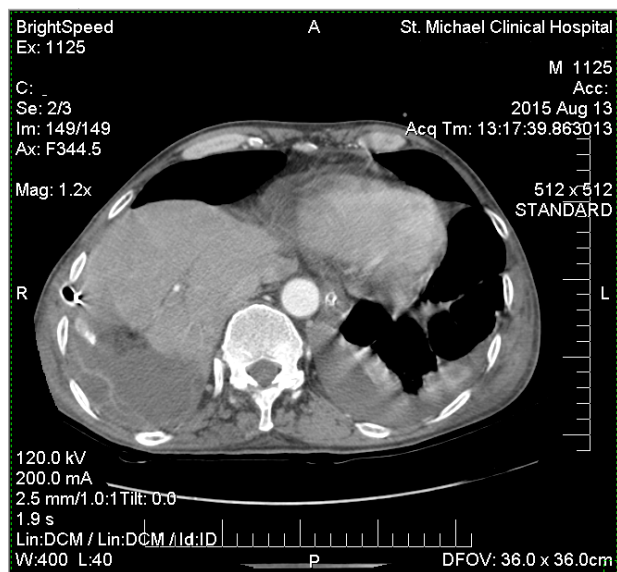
CT scan of thoracic cavity after surgery
